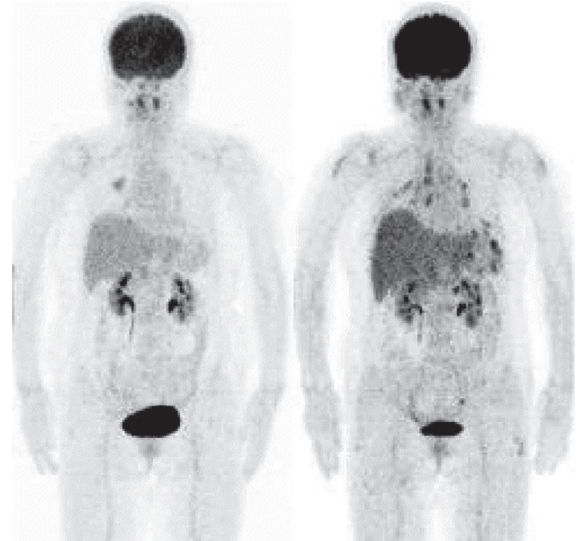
2008年11月(左)と2009年7月(右)のPET-CT.
